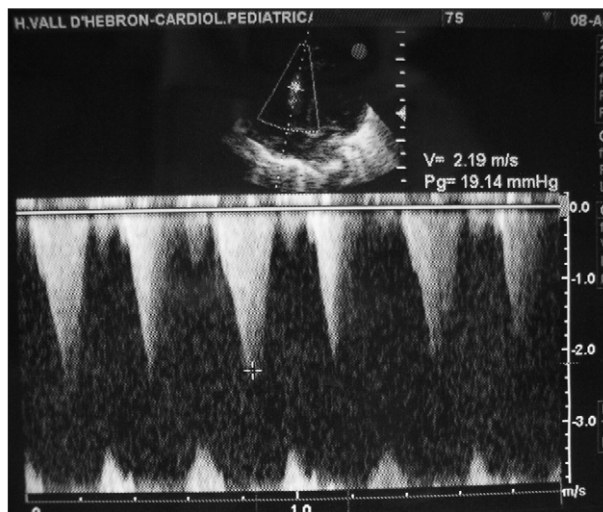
Ecocardiografía Doppler. Proyección apical cuatro cámaras que muestra en área medioventricular derecha una estenosis ligera con gradiente de 19 mmHg.
